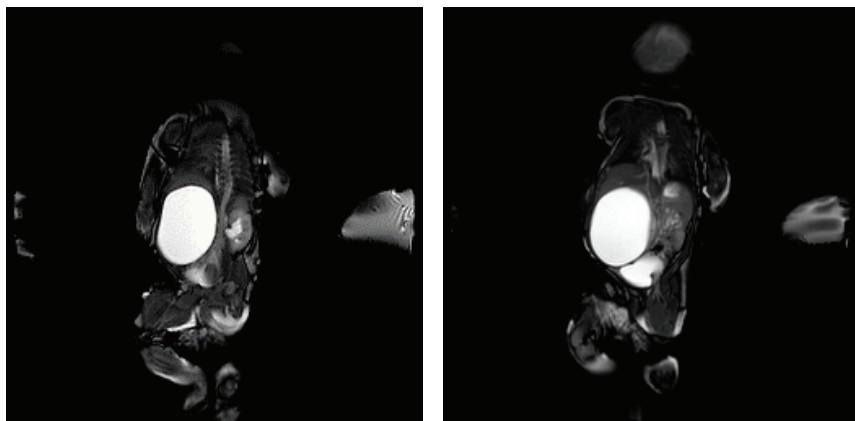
Магнитно-резонансная томография почек, коронарная проекция
